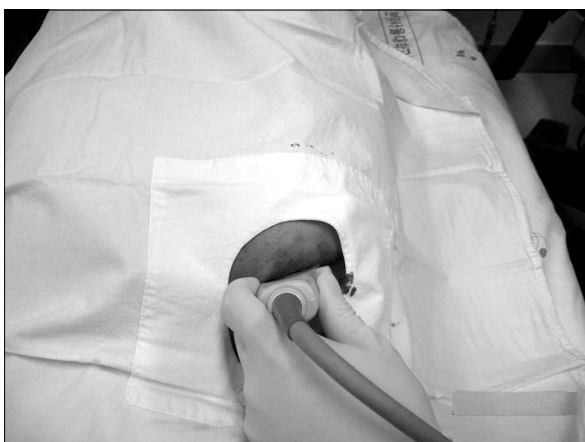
Sterile draping on the patient's right buttock area and ultrasound probe.
